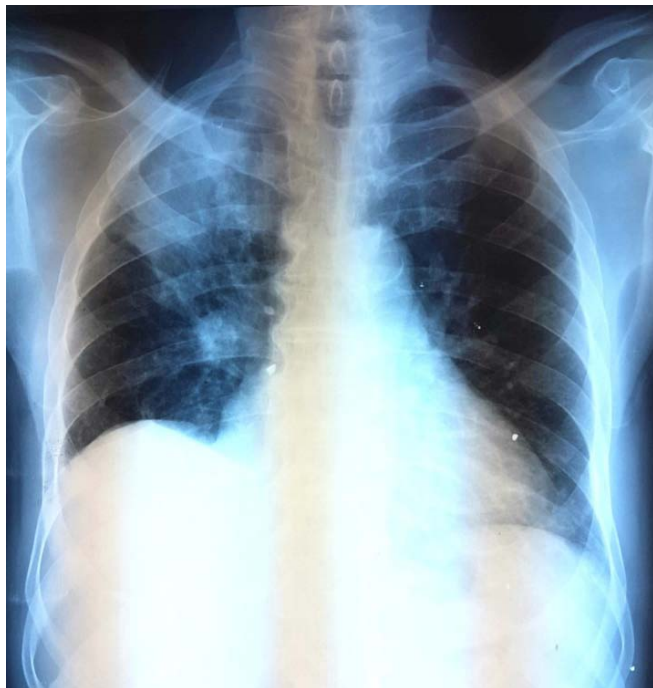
Radiographie thoracique de face à j 21 (patient a reçu une antibiothérapie pendant 10 jr)
